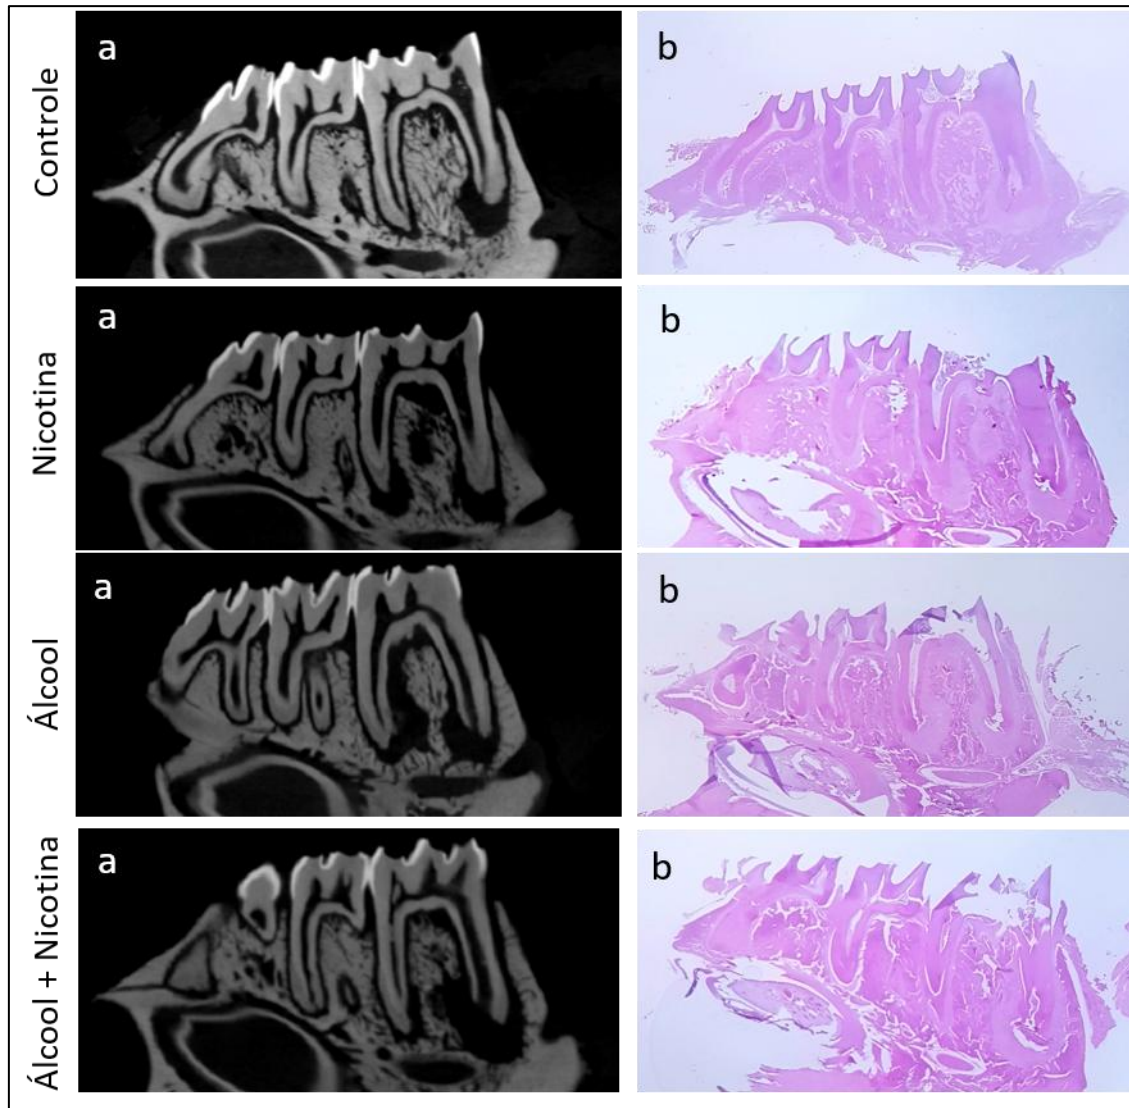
Imagens da lesão periapical em corte axial
